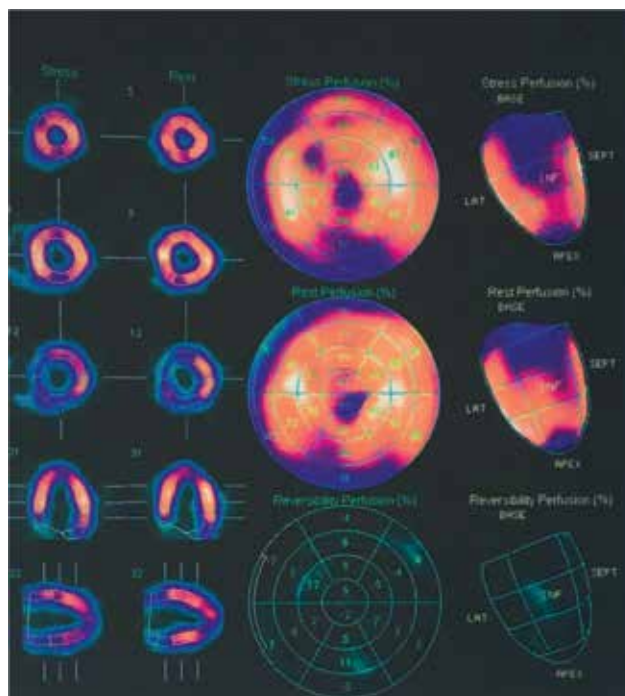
Сцинтиграфия миокарда.
